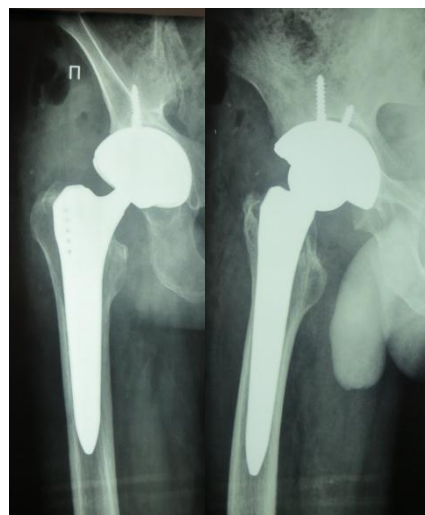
Рентгенограммы тазобедренного сустава Л. после установки эндопротеза.
